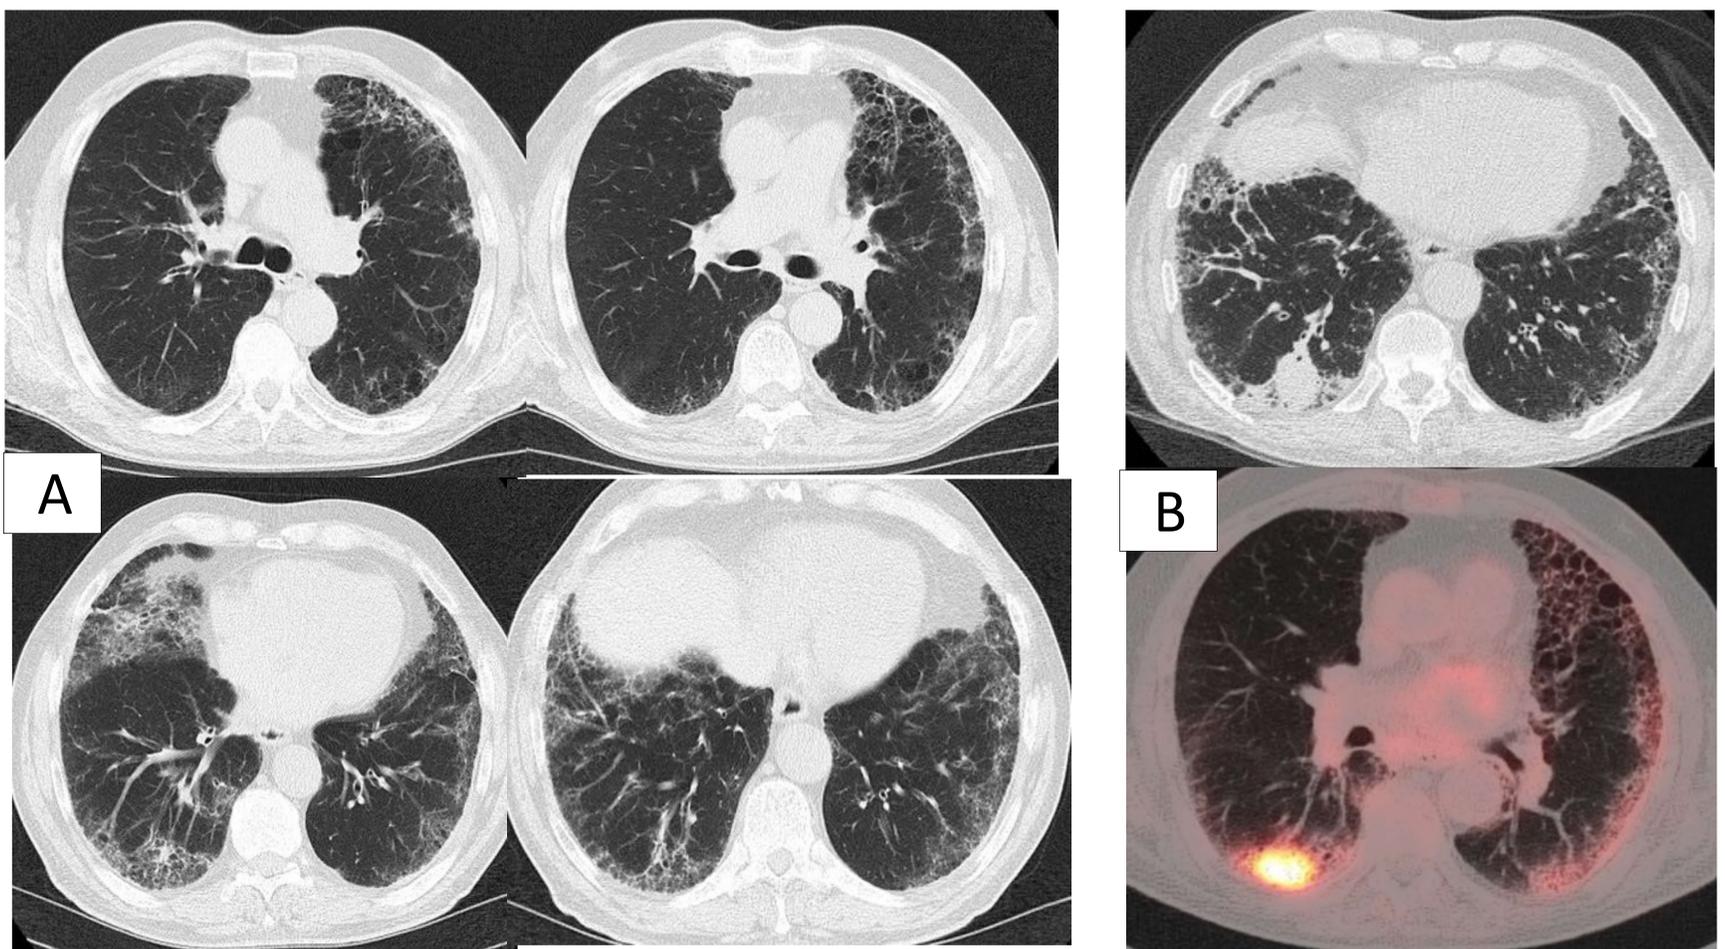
(A) Paciente con AR y patrón NIU. (B) Un año después aparición de nódulo pulmonar con PET +. Se realizó biopsia por broncoscopia que demostró un carcinoma epidermoide.
